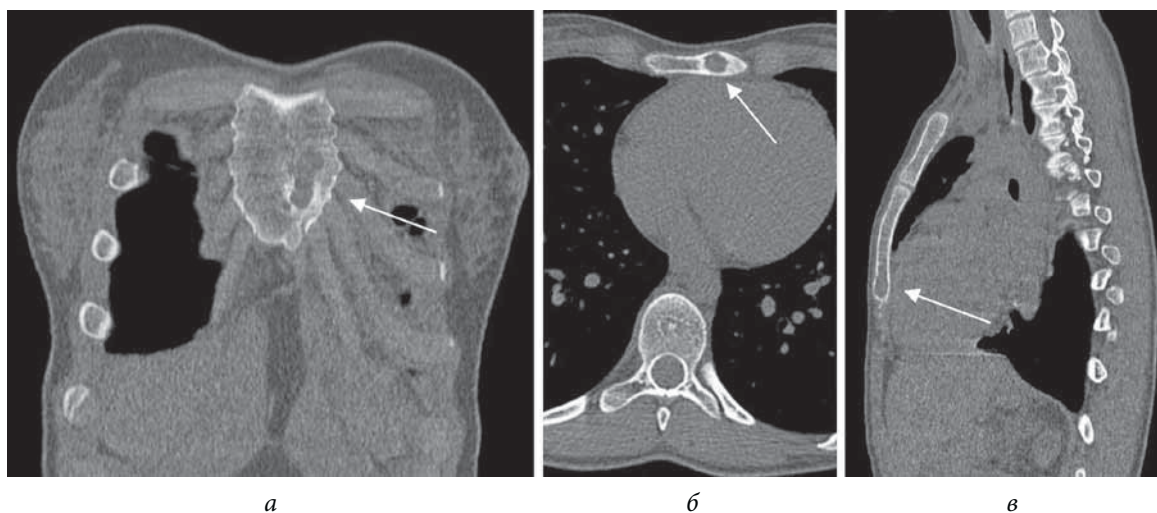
Больная П., 17 лет. КТ-срезы грудной клетки (костный режим): *а* — фронтальный, *б* — аксиальный и *в* — сагиттальный. Стрелкой указана полость деструкции в теле грудины
